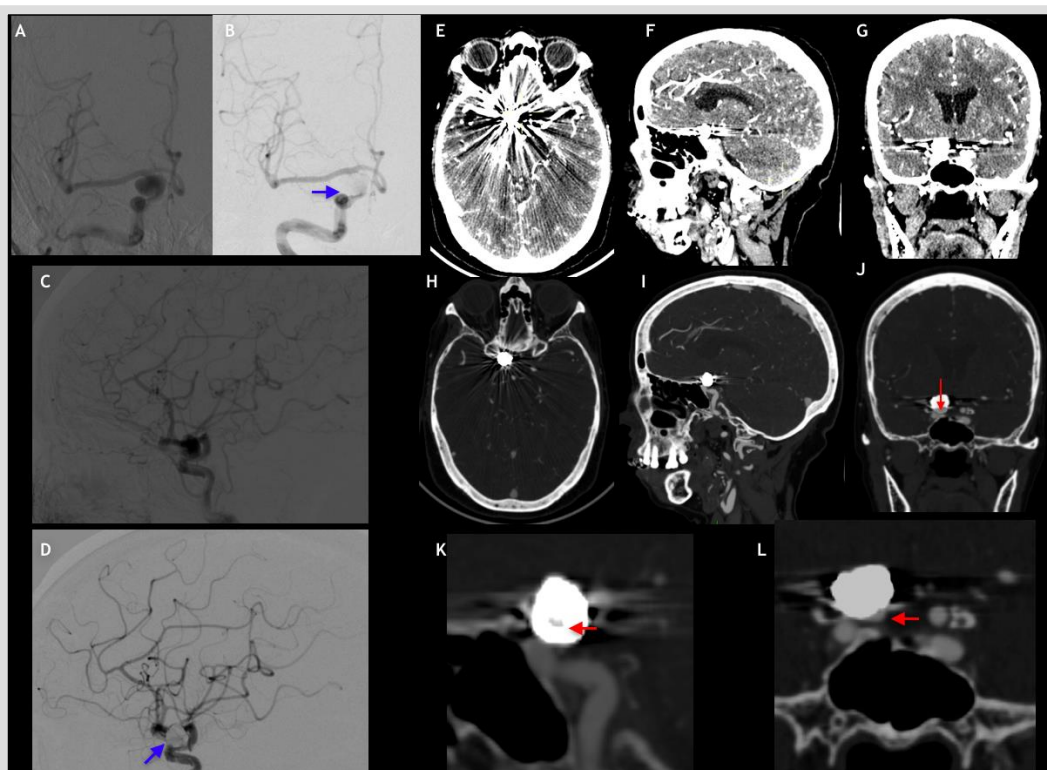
CTARaM - DSA Discrepancia. A-D Muestra DSA con aneurisma paraclinóideo derecho. Antes de embolización A,C. Y 3 meses después de la embolización B,D. Sin evidencia de residuo/recanalización (flecha en B y D). E-G Muestra CTA con técnica tradicional donde el artefacto metálico no permite apreciar recanalización. H-J CTARaM donde se observa recanalización de 2.2mm en el cuello aneurismático en el corte coronal (flecha en J). K-L MIP de CTARaM exhibe contraste dentro de la masa de coils (flecha en K) y en el cuello aneurismático (flecha en L).
